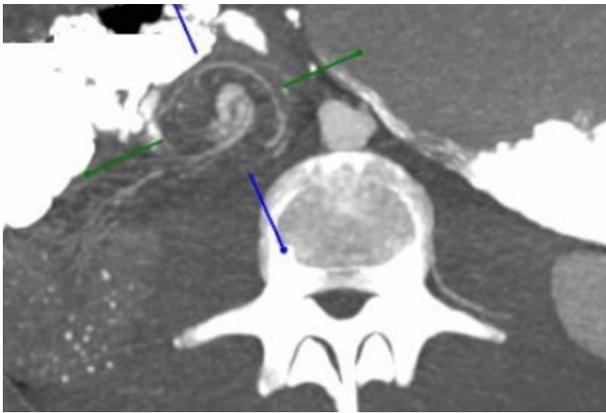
Corte axial de tomografía computarizada en el que se aprecia el "signo del remolino", sugestivo de vólvulo intestinal.
